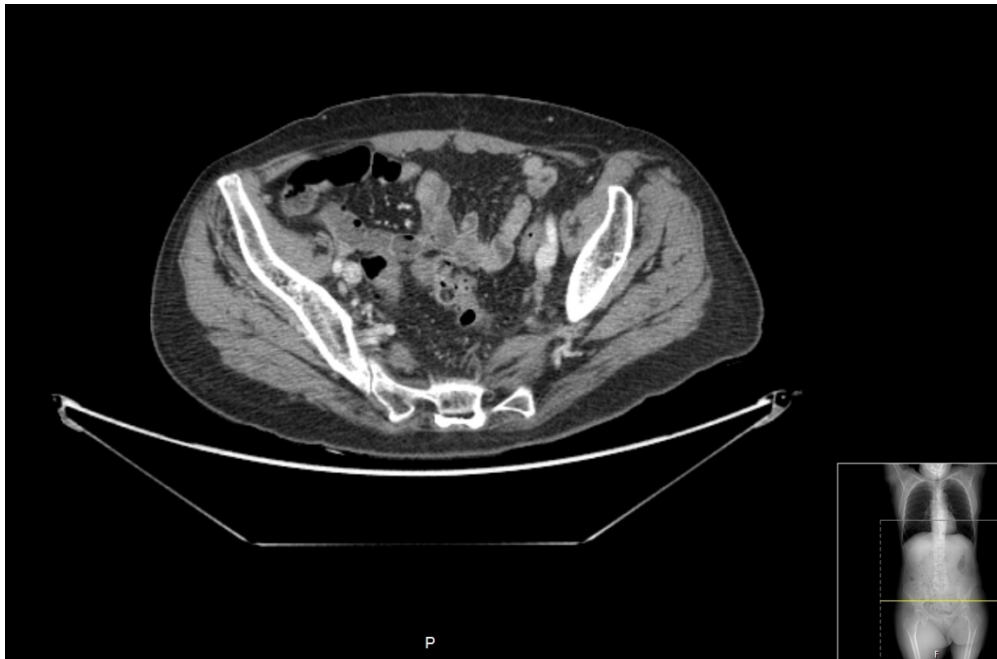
TAC abdominal – lesão metastática lítica na hemibacia esquerda.
